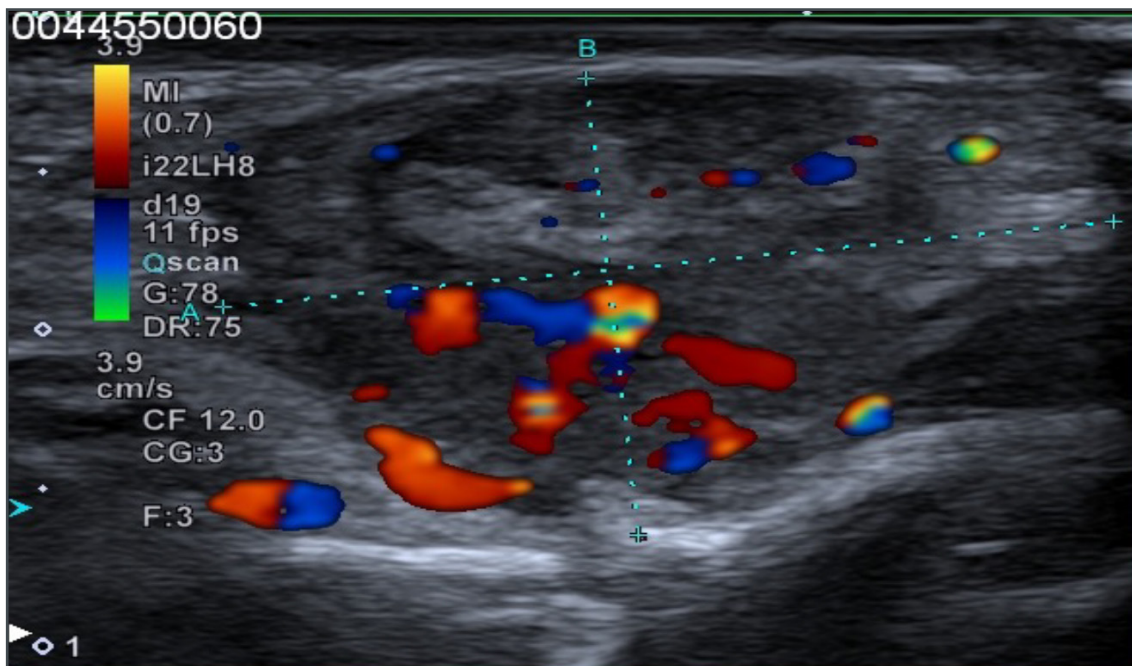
Ecocolor Doppler. L'esame rivela la presenza di un flusso vascolare turbolento all'interno della lesione, più evidente all'esecuzione della manovra di Valsalva.
